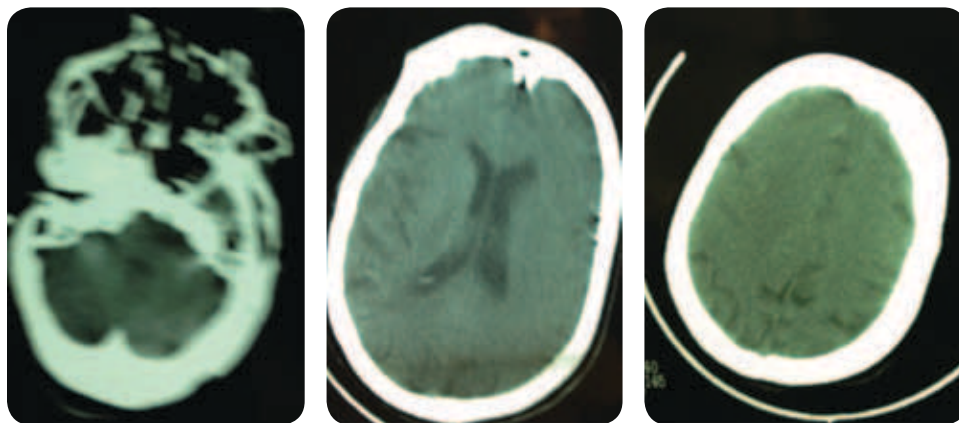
TAC sin medio de contraste al ingreso a la sala de emergencias, 23 de febrero 2012. Tiene una mala resolución y artificios por movimiento, sin embargo es posible observar el sistema ventricular y los surcos de la superficie en forma normal y no se encuentran claras lesiones extra o intraaxiales, en fosa posterior ni supratentorial.
